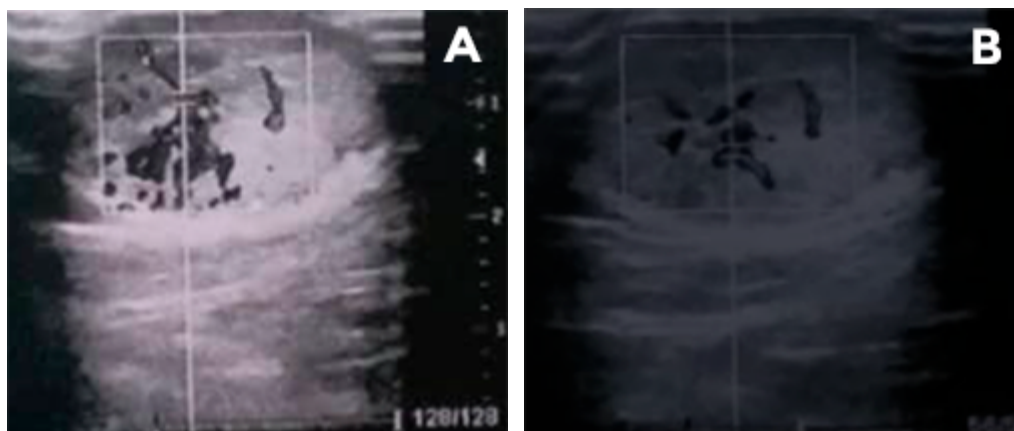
Ultrasonido de piel y partes en región infraclavicular izquierda donde se evidencia al Doppler vascularización (A) periférica (B) central, con vasos nutricios bipolares.
